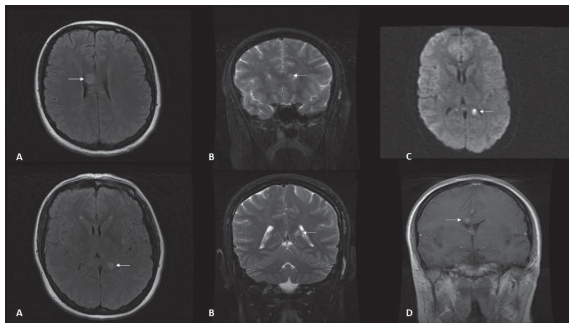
Brain magnetic resonance imaging scan
